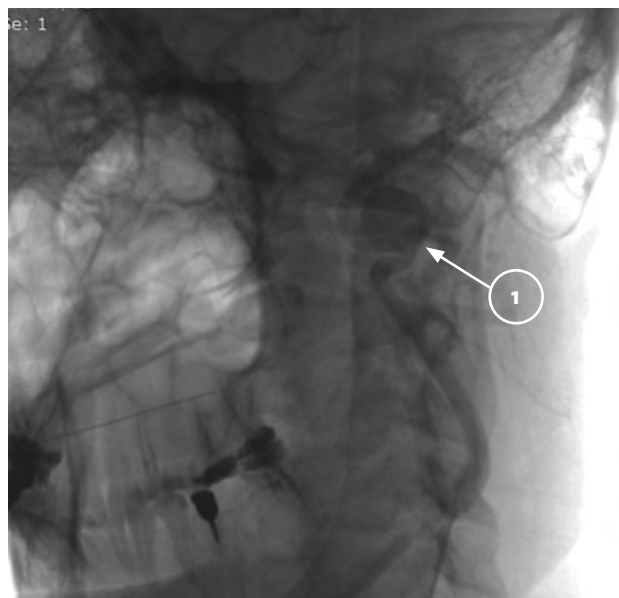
Ангиография с изображением аневризматического расширения левой внутренней сонной артерии. 1 — фузиформная аневризма левой ВСА (С1 сегмент по классификации Крылова В.В.) размером 4,5×30 мм
